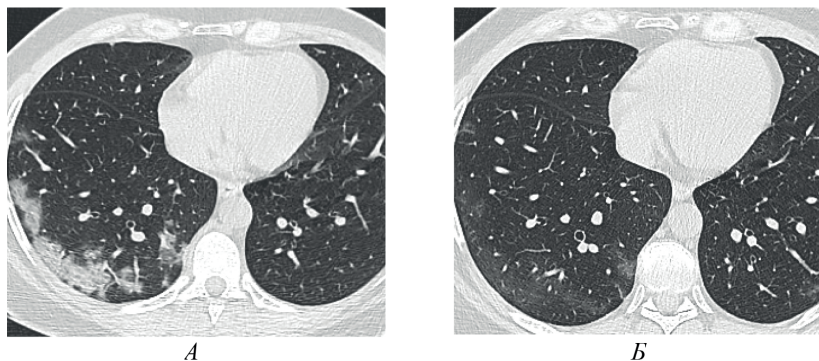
МСКТ ОГК больной М., 42 года, с COVID-19: *а.* – через 5 дней после начала заболевания (консолидация легочной ткани); *б.* – через 20 дней (рецидуальное «матовое стекло»).
